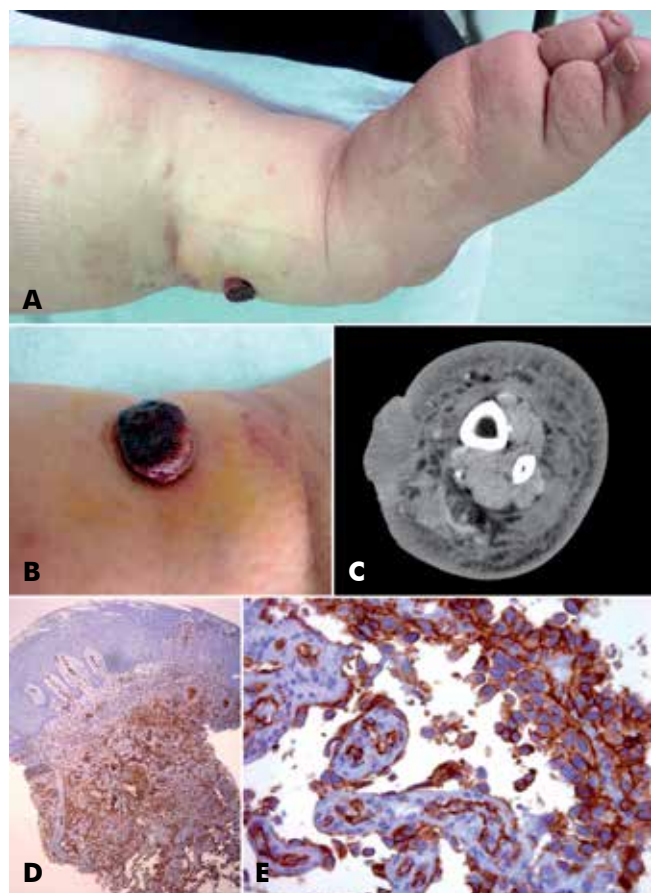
Caso 5: Angiossarcoma – (A) e (B) Fotografias clínicas do doente. (C) Tomografia computadorizada da perna esquerda. (D) e (E) Exame imunohistoquímico de biópsia da lesão com positividade para CD31.
